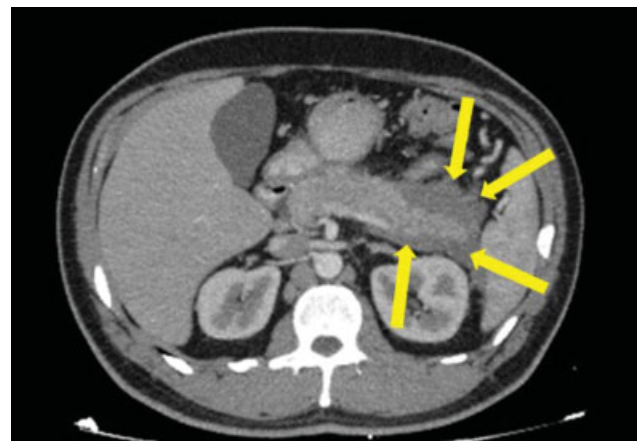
PEI, colección peripancreática aguda. TC con contraste endovenoso en fase arterial, corte axial. Se visualiza realce del parénquima pancreático, y una colección peripancreática rodeando la cola, relativamente homogénea que no realza (flechas).
